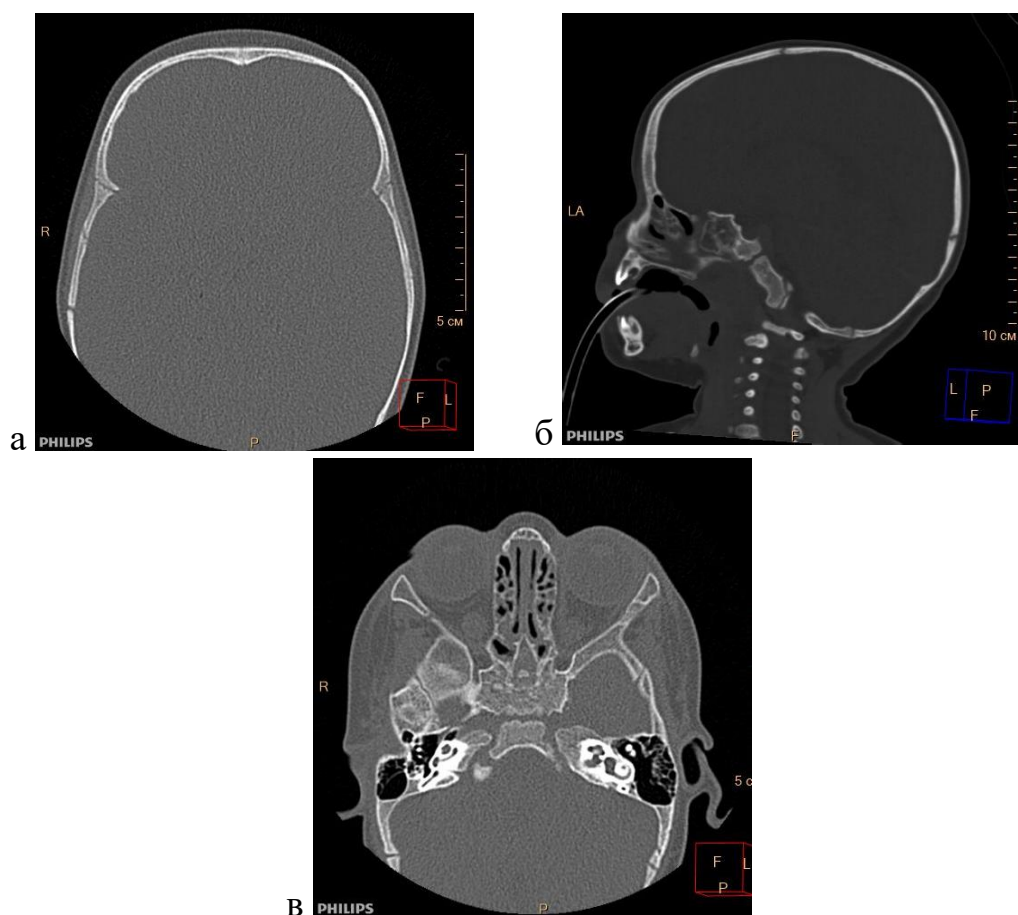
а, б - Несформированность лобных пазух. Рисунок 3.5 в - Несформированность клиновидной пазухи. Посмертное КТ-исследование
